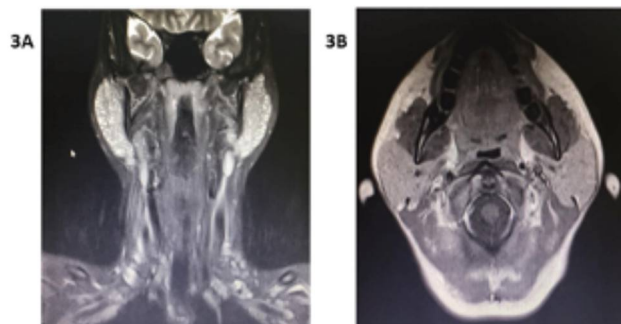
Corte coronal y 3B corte axial. Resonancia magnética en T2, con contorno normal de la glándula con sialosis, presencia de pequeñas imágenes hiperintensas en por formaciones microquísticas o ectasias ductales.
